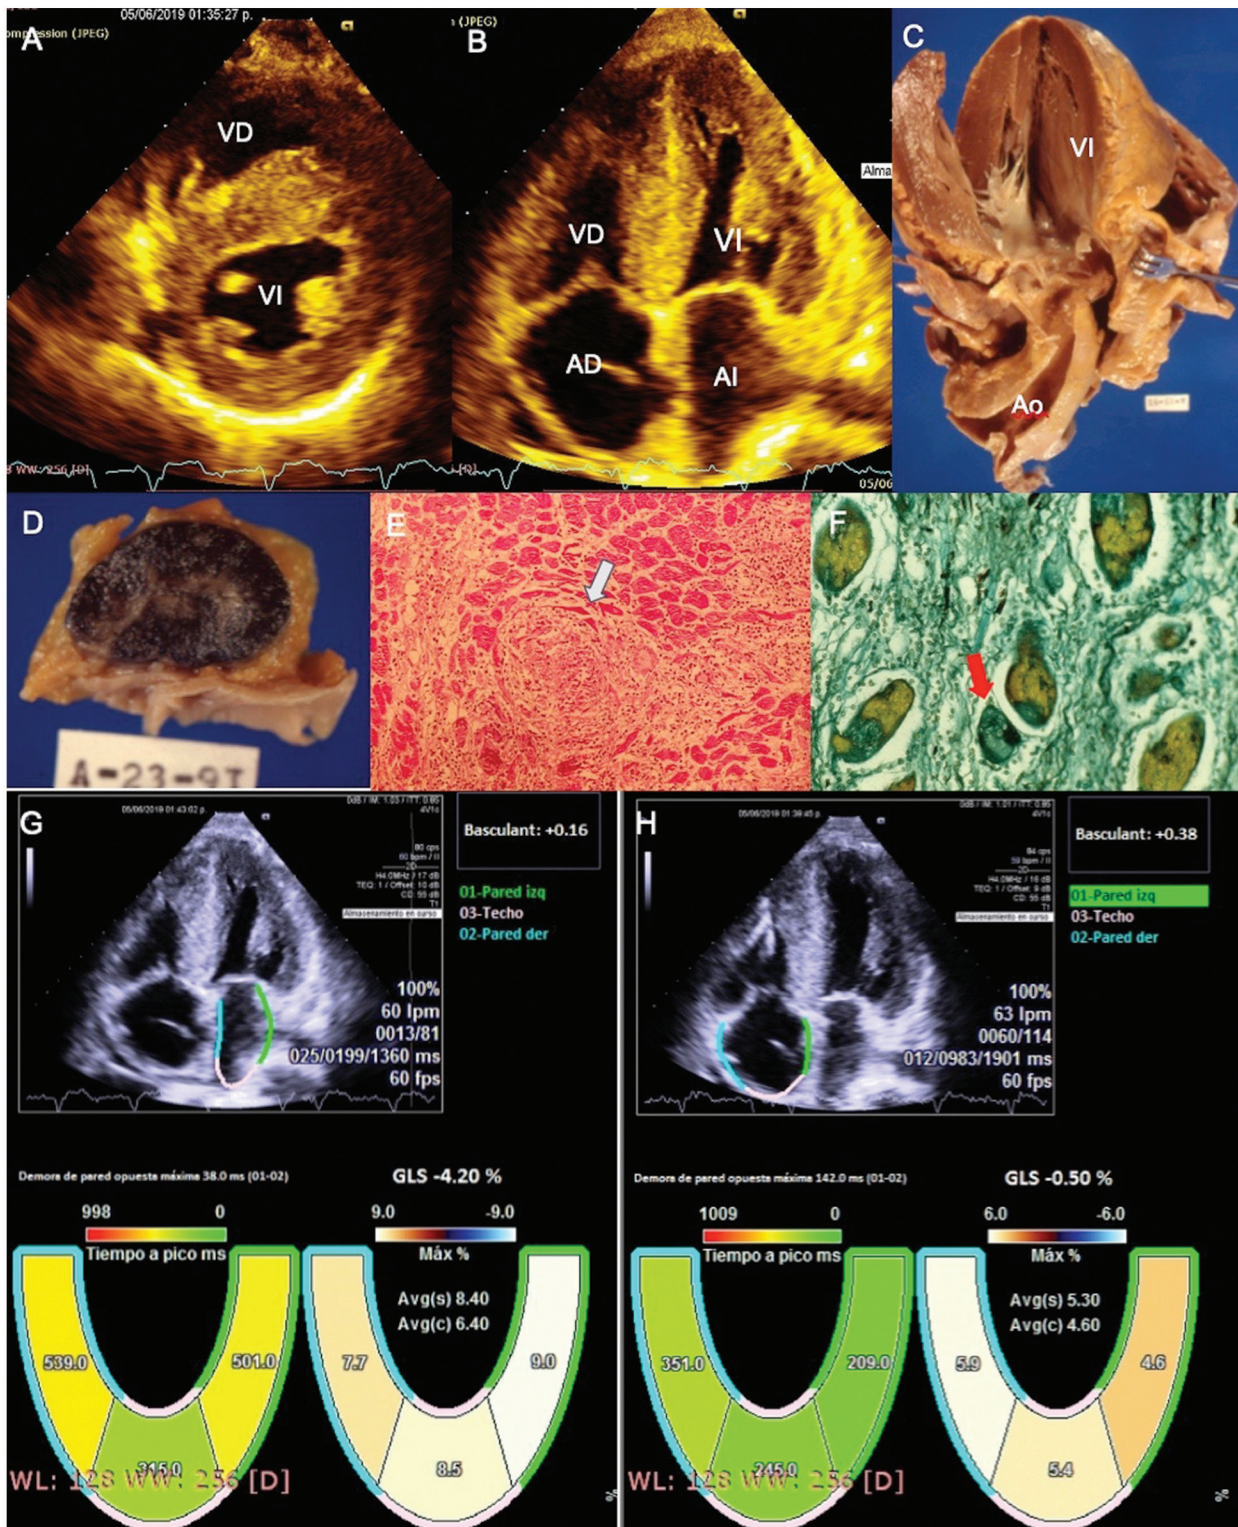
Ecocardiograma transtorácico. A. Eje corto parasternal a nivel de ambos ventrículos, B. en el plano apical de 4 cámaras, se observa hipertrofia concéntrica del ventrículo izquierdo con patrón de vidrio esmerilado en el septum interventricular y ligera dilatación de aurícula izquierda (37 ml/m²) y de aurícula derecha (42 ml/m²). C. Pieza anatómica correspondiente que muestra el aspecto interno del ventrículo izquierdo con marcada hipertrofia. D. Fotografía de un ganglio linfático que muestra áreas de color café blanquecino que contrastan con el color rojo negro del resto de la superficie, indica infiltración. E. Corte histológico teñido con hematoxilina-eosina de miocardio con infiltración granulomatosa no caseificante (flecha blanca) que corresponde a sarcoidosis. HE 10X F. fotomicrografía con tinción de grocott que muestra células gigantes multinucleadas con cuerpos asteroides (flecha roja), característicos de sarcoidosis. Ecocardiograma con velocity vector imaging. Se observa disminución del strain de la aurícula izquierda (G) y derecha (H), pero de menor severidad que el obtenido en la pericarditis constrictiva. Abreviaturas: Ao-aorta; las otras como las anteriores.
